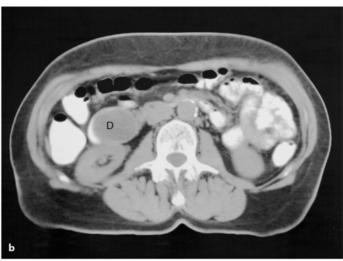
a, b. Duodenalduplikatur. a Die Bariumuntersuchung des Duodenums zeigt eine intramurale Raumforderung. b In der CT zystische Struktur im Bereich des Duodenums, einer zystischen Duplikatur (*D*) entsprechend. (Mit freundlichen Genehmigung Prof. H. J. Brambs, Ulm)
